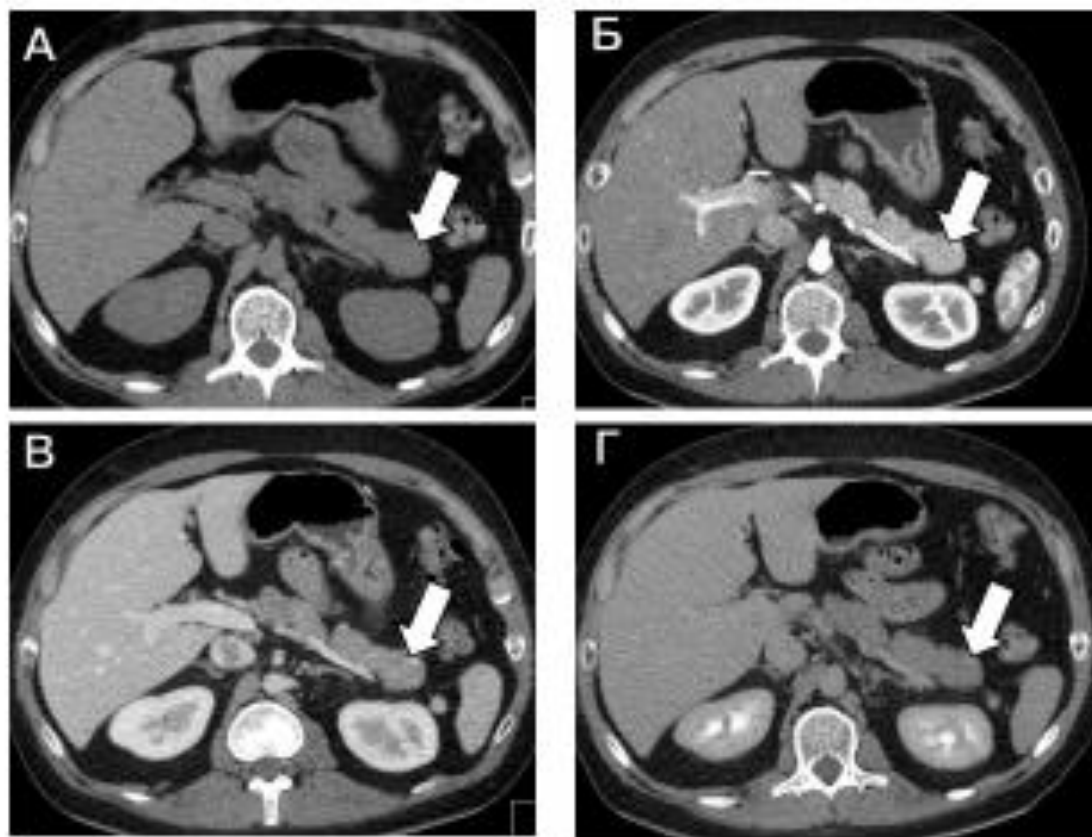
нефункционирующая НЭО хвоста поджелудочной железы, Grade 2 (отмечена стрелкой). Серия МСКТ-изображений полученных в нативную (А), артериальную (Б), венозную (В) и отсроченную (Г) фазы контрастного усиления
